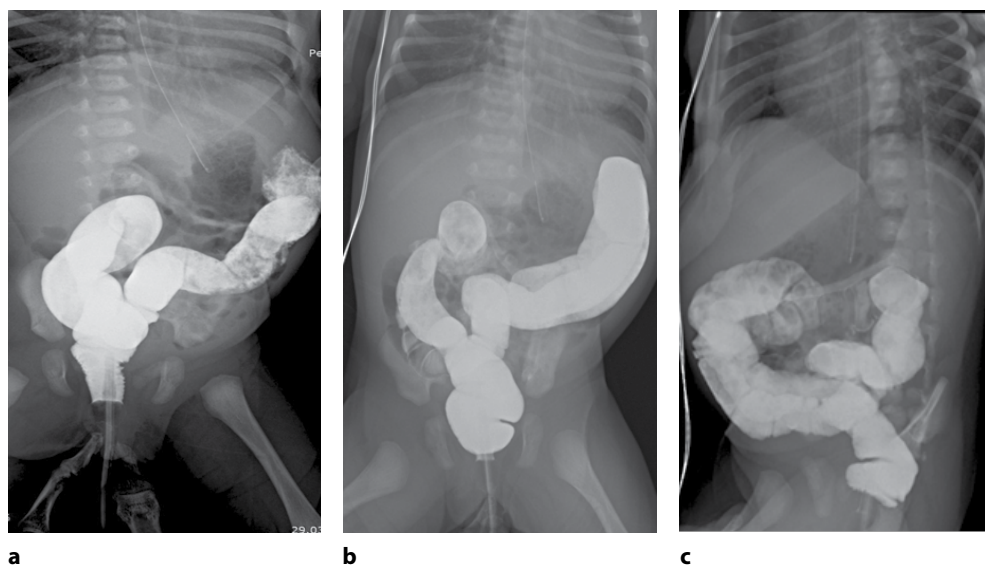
Рентгенограммы при выполнении ирригографии: признаков незавершенного поворота кишечника не выявлено
